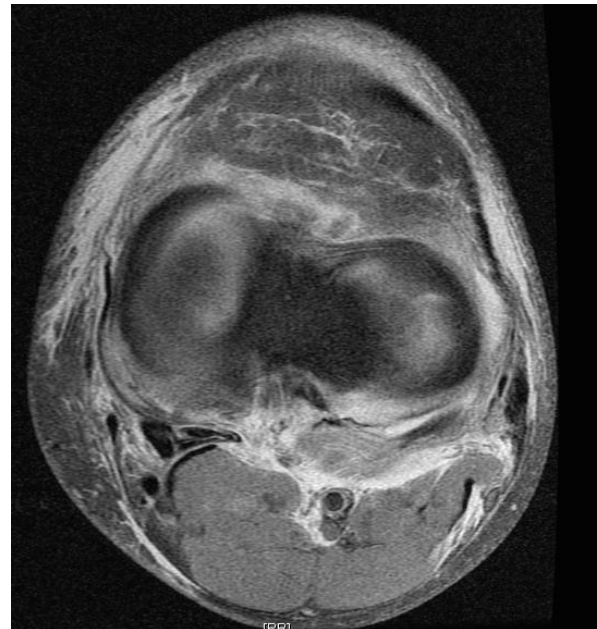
RM Axial DP FS rodilla izquierda
